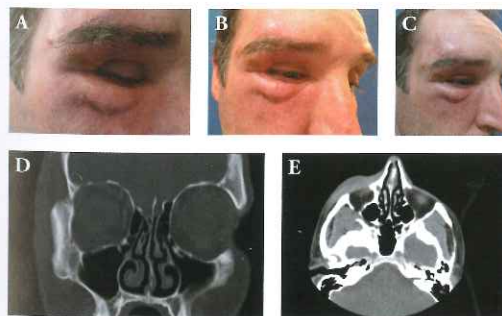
A, B, C, D y E. Caso sin filiar producto. Masa empastada en toda la periorbita. Imagen TAC de afectación en la que se observa aumento de densidad en toda la zona afectada en especial en órbita lateral.
